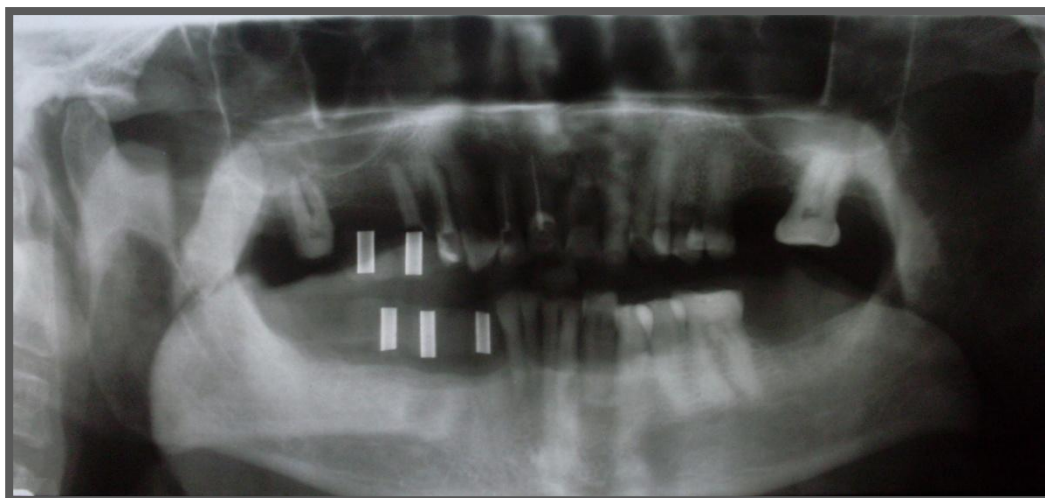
Radiografía Panorámica con la guía quirúrgica. Fuente directa
